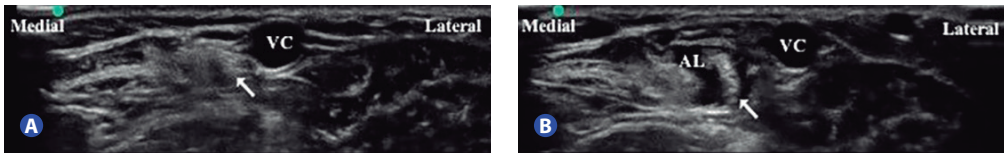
Visualización mediante ultrasonidos del nervio cutáneo lateral del antebrazo en fosa antecubital.
